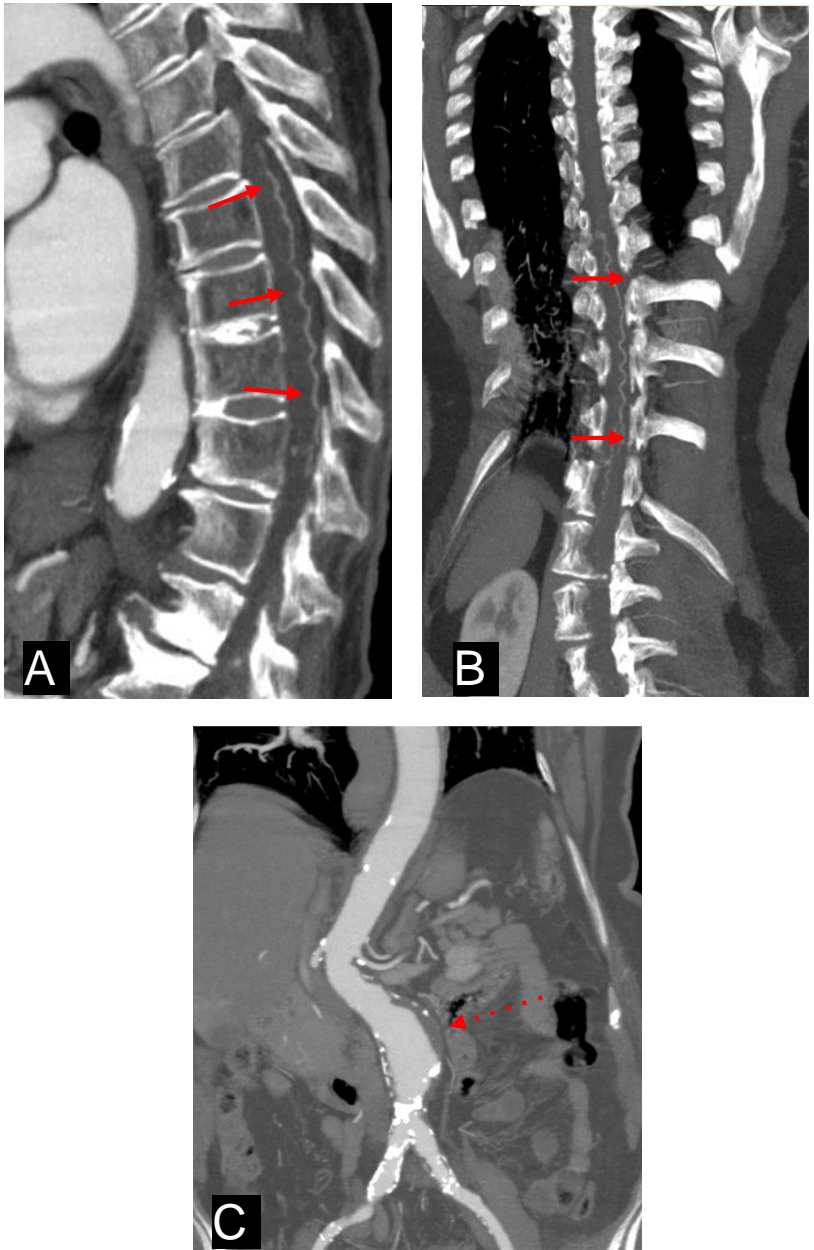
Angiotomografía de tórax, abdomen y pelvis. Reconstrucciones en máxima proyección de intensidad (MIP) sagital (A) y coronal (B y C). Se visualizan vasos tortuosos en el canal espinal desde T7 A T12 (flechas en A y B) y aneurisma fusiforme de aorta abdominal infrarrenal con trombosis circunferencial asimétrica y calcificaciones parietales (flecha punteada en C).
